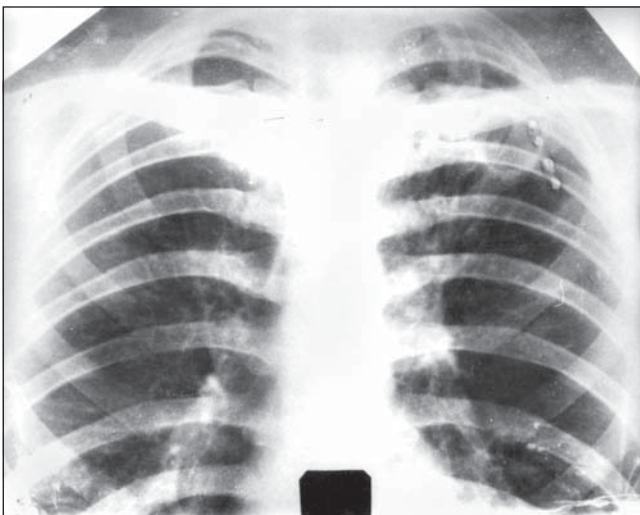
Рентгенограма 1 (до операції торакопластики). Стан після видалення верхньої частки лівої легені. У підключичній ділянці в оперованій легені визначається кільцеподібна тінь діаметром близько 4 см з товстими фіброзними стінками, вогнищами навколо, справа поодинокі дрібні вогнища
